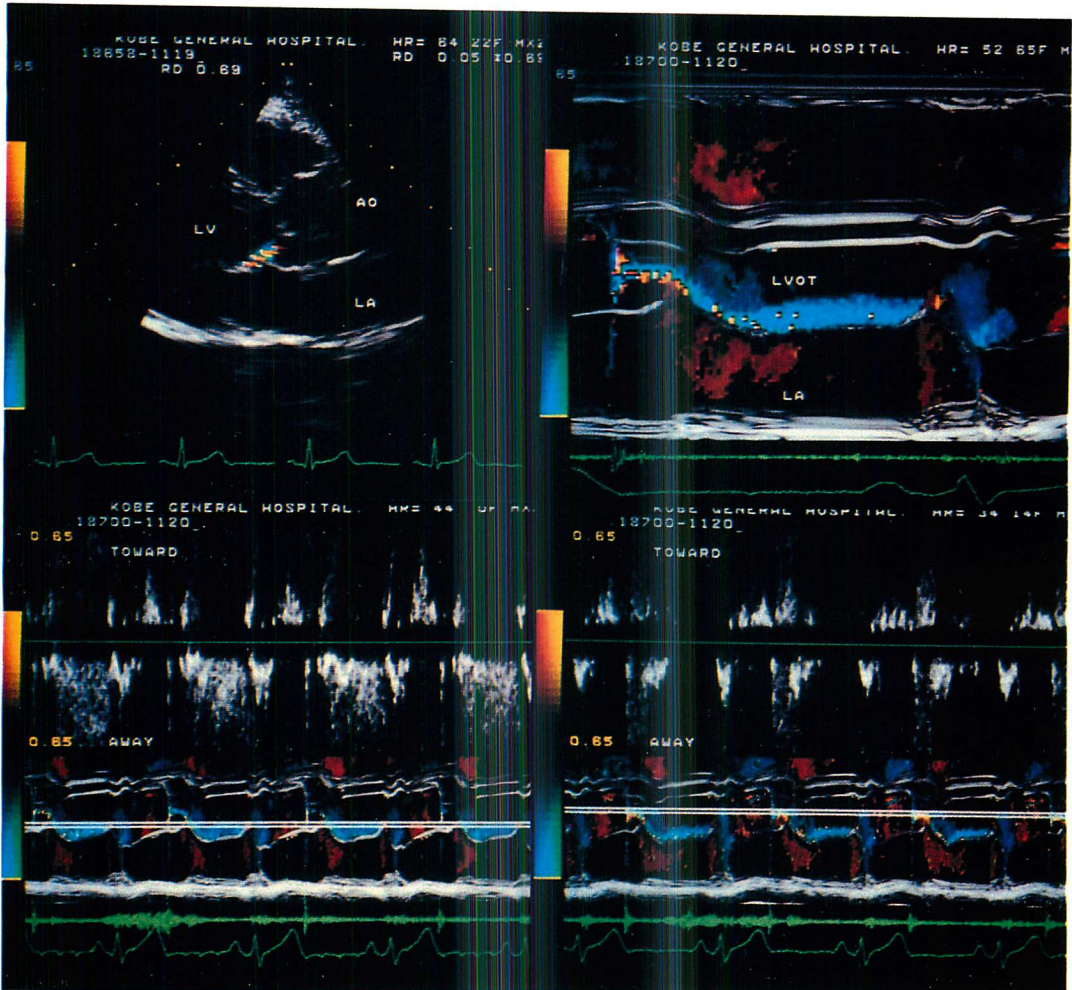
Two-dimensional color Doppler (upper left panel), M-mode color Doppler (upper right panel) and pulsed Doppler (lower panel) echocardiogram of a patient with aortic regurgitation.
